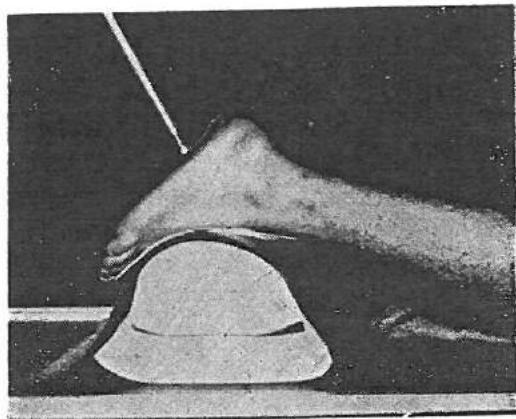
P — DL; piciorul lateral de radiografiat aplicat cu fața sa laterală pe mijlocul casetelor, de radiografiat să fie în flexie, genunchii să fie în extensie, în flexie, este treceu înaintea membrului examinat. F — Saci de nisip sub genunchiul sănătos, săt de nisip sub piciorul și genunchiul membrului sănătos.
